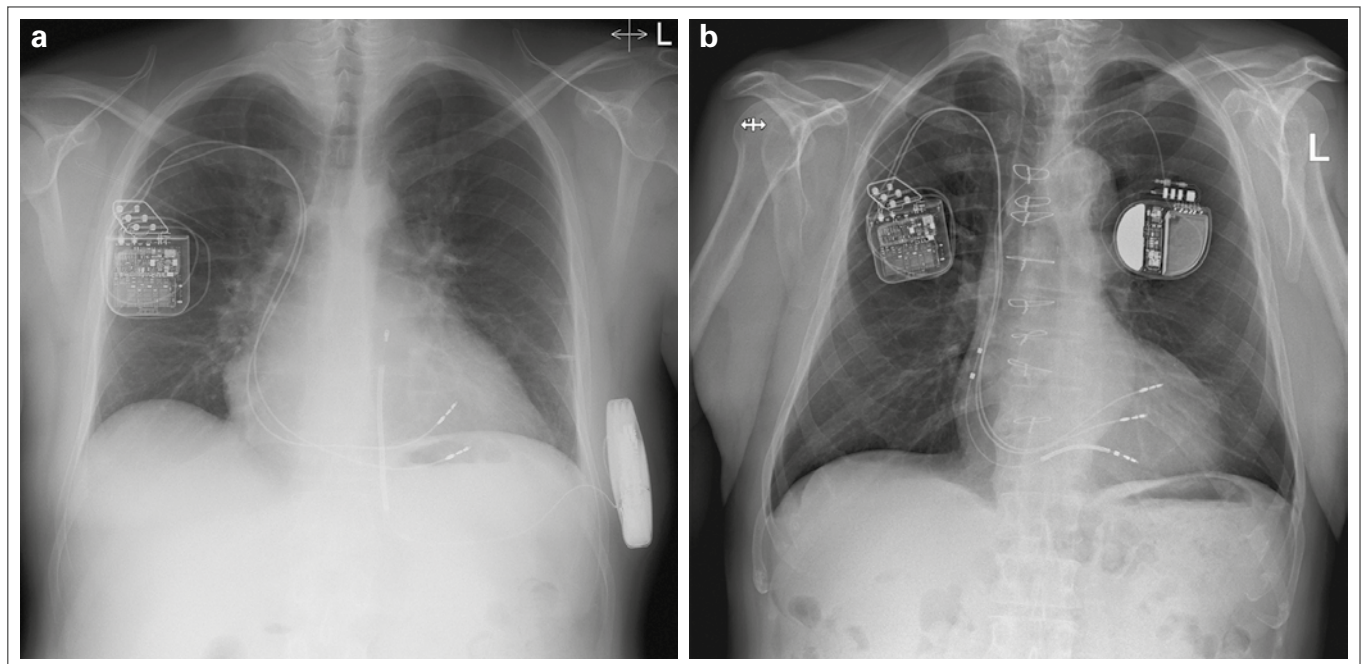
(a): CCM™-Patient mit subkutanem ICD (a.p. Thorax-Röntgen); (b): CCM™-Patient mit VDD-ICD (a.p. Thorax-Röntgen). (Quelle: Kepler Universitätsklinikum Linz)
